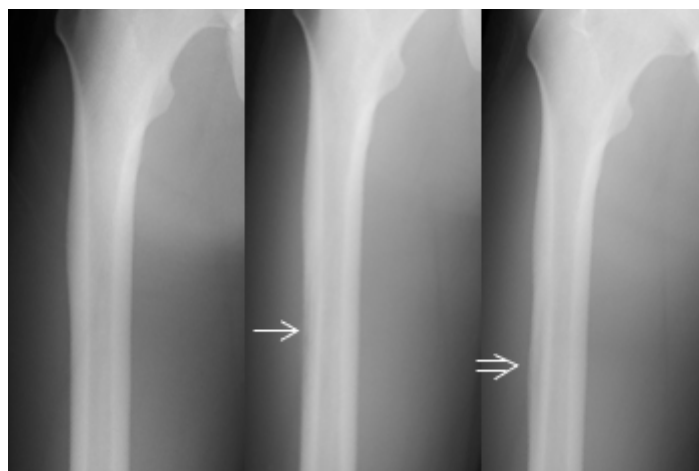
単純X線写真の経過(左から第3病日、第14病日、第74病日)
